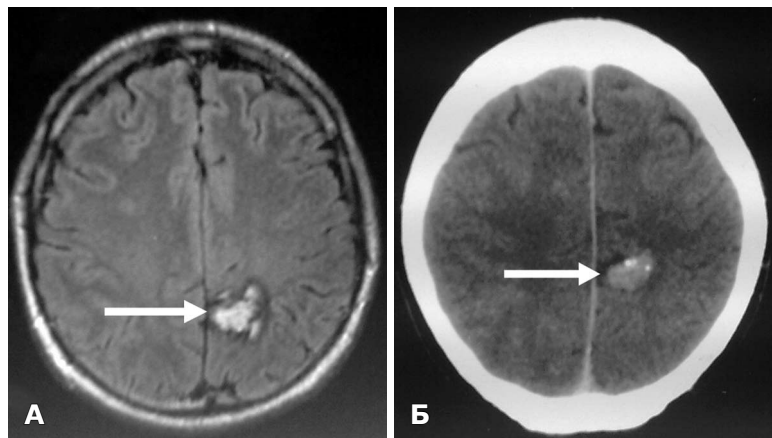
МРТ (А) і КТ (Б) ГМ хворого М. до операції. Кавернома лівої верхньо-тім'яної ділянки парасагітально.
